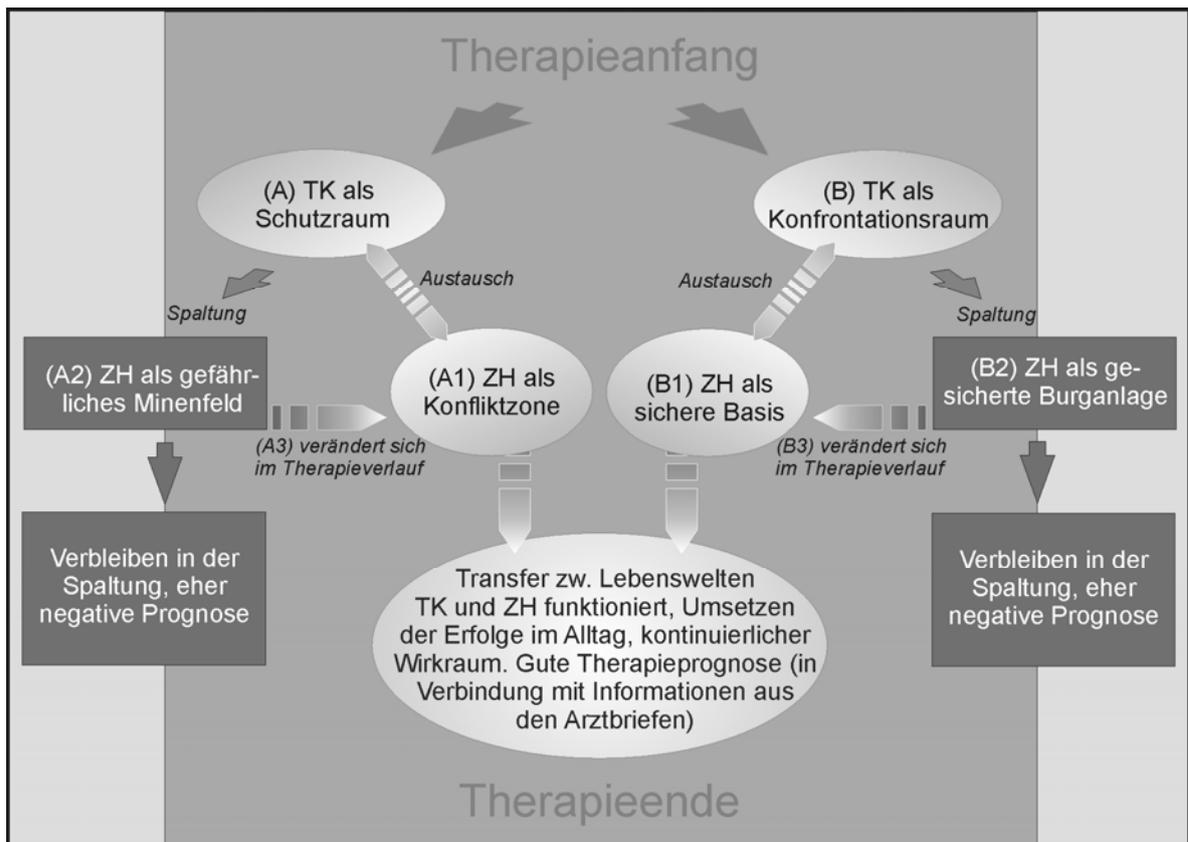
Konzeptualisierung des therapeutischen Wirkraumes im Spannungsfeld zwischen Tagesklinik (TK) und dem Raum zuhause (ZH); die TK wird anfänglich entweder als Schutzraum (Kategorie A) oder als Konfrontationsraum (Kategorie B) erlebt.
